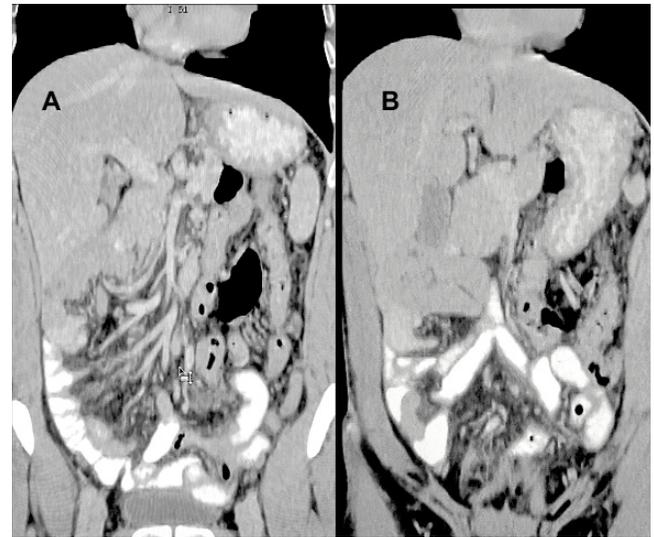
TC abdominal con contraste. A. Asas intestinales delgadas en el hemiabdomen derecho (localización del mesenterio en dirección al lado derecho). B. Colon ascendente en el lado izquierdo de la cavidad, ciego retrovesical a la derecha del recto sigmoideo.
